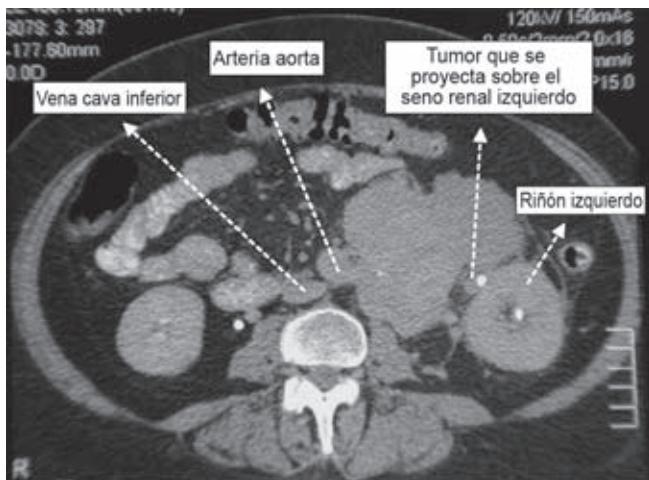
Tomografía axial computarizada donde se observa tumor retroperitoneal que invade el seno renal.
